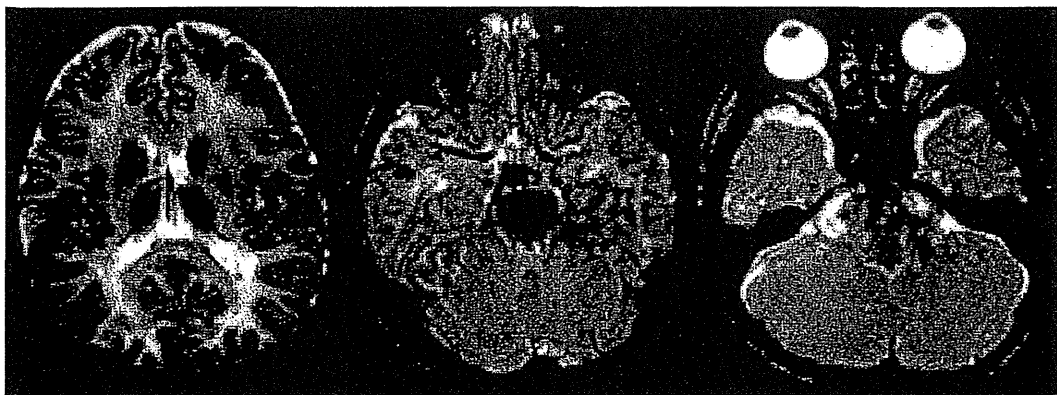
Patient 2. T2-weighted MRI showing a high-intensity signal in the subcortical area.
